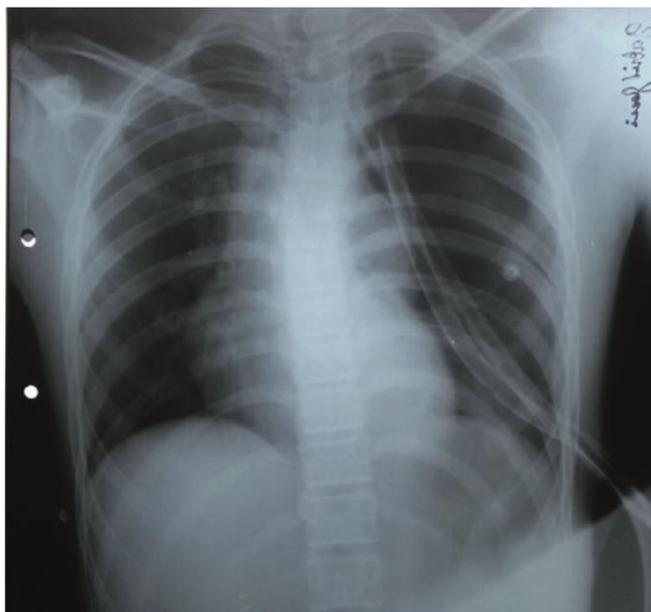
Radiografia de tórax: demonstrando boa expansibilidade pulmonar e presença de drenos de tórax bem posicionados
